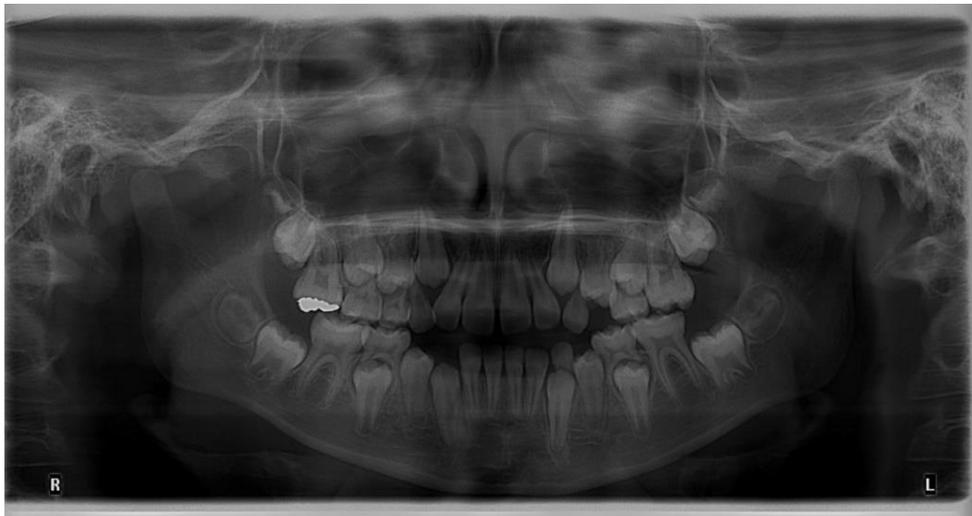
Radiografía panorámica (noviembre de 2019).
